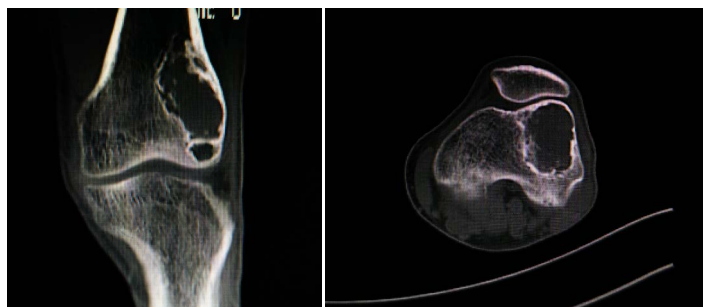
CT of the knee joint before surgery
